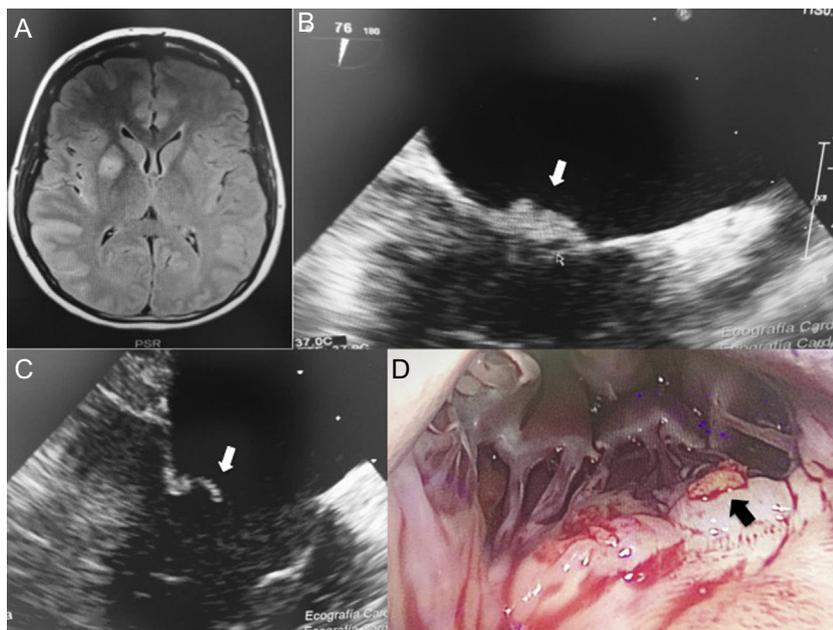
A: resonancia magnética cerebral; imágenes de isquemia aguda en el territorio de la arteria cerebral media. B y C: ecocardiografía transesofágica que muestra una masa móvil de 6 mm en el lado auricular de la válvula mitral (flecha blanca). D: imagen de la toracotomía en la que se observa una masa amarilla en el lado auricular de la válvula mitral (flecha negra). Esta figura se muestra a todo color solo en la versión electrónica del artículo.
